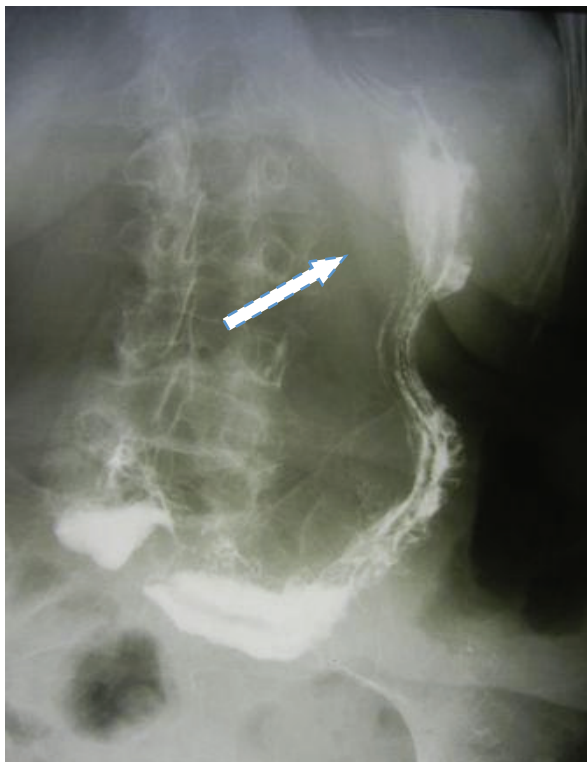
Рентгенограмма верхних отделов пищеварительного тракта больной О., 69 лет, через 1 год после операции по поводу ахалазии кардии III стадии. Положение стоя. Кардия проходима для бариевой взвеси. Область сформированного клапана отмечена стрелкой
